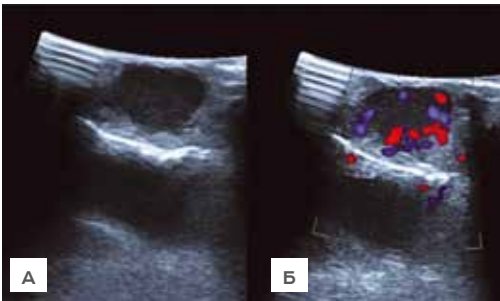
Интраоперационное УЗИ.
